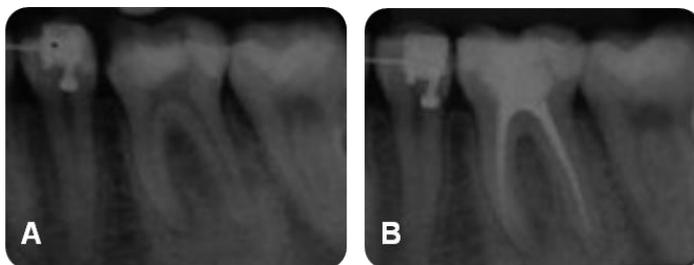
Caso clínico 3. A) Radiografia diagnóstica do dente 36. B) Radiografia final do dente 36.
